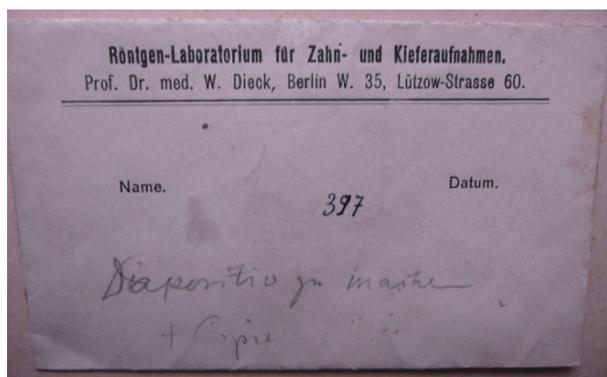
Röntgenumschlag aus Diecks Praxis²
